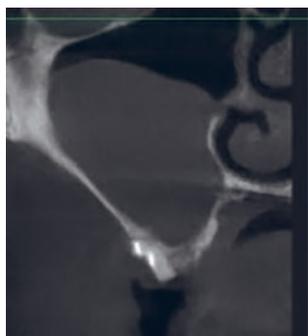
КТ-картина кистозного образования верхнечелюстной пазухи
